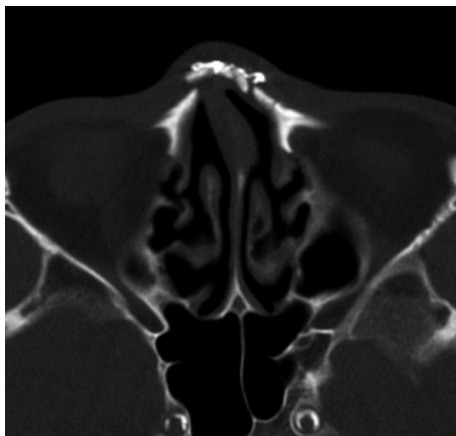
Preoperative CT scan of a 60/M patient. He had trauma history long time ago but, he didn't have any information about the method of previous operation. Titanium microplate was identified on CT scan, and this information was quite useful for preoperative planning.
